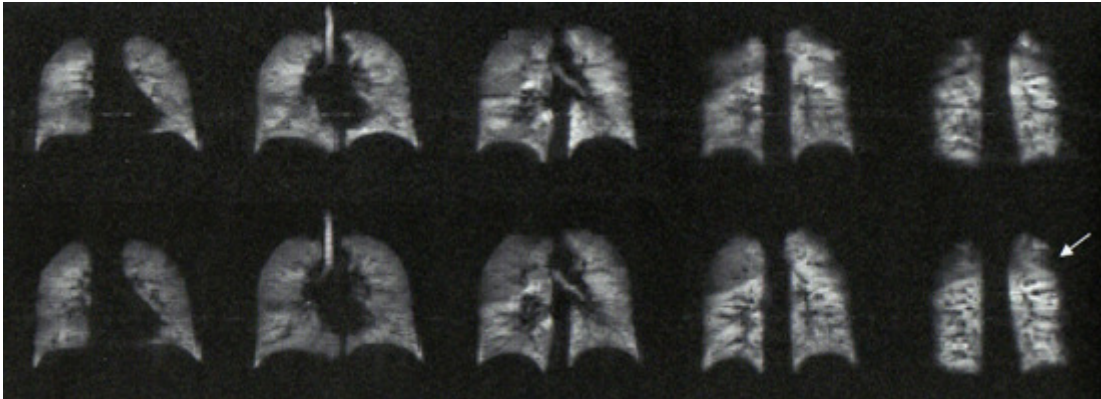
Helium-Ventilations-Messung mittels MRT bei milder COPD; H-U Kauczor, MRI of the lung, Medical radiology, Diagnostic imaging, Springer-Verlag Berlin Heidelberg (2009), p.4
